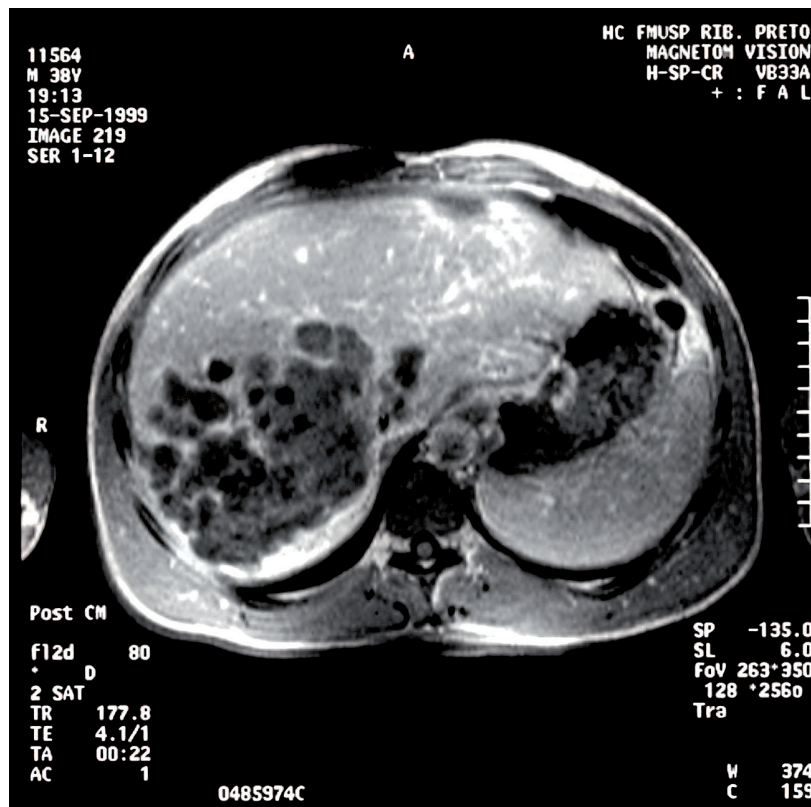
Ressonância nuclear magnética de abdômen do caso 22: múltiplas lesões císticas arredondadas de tamanhos variados acometendo os lobos hepáticos direito e esquerdo
